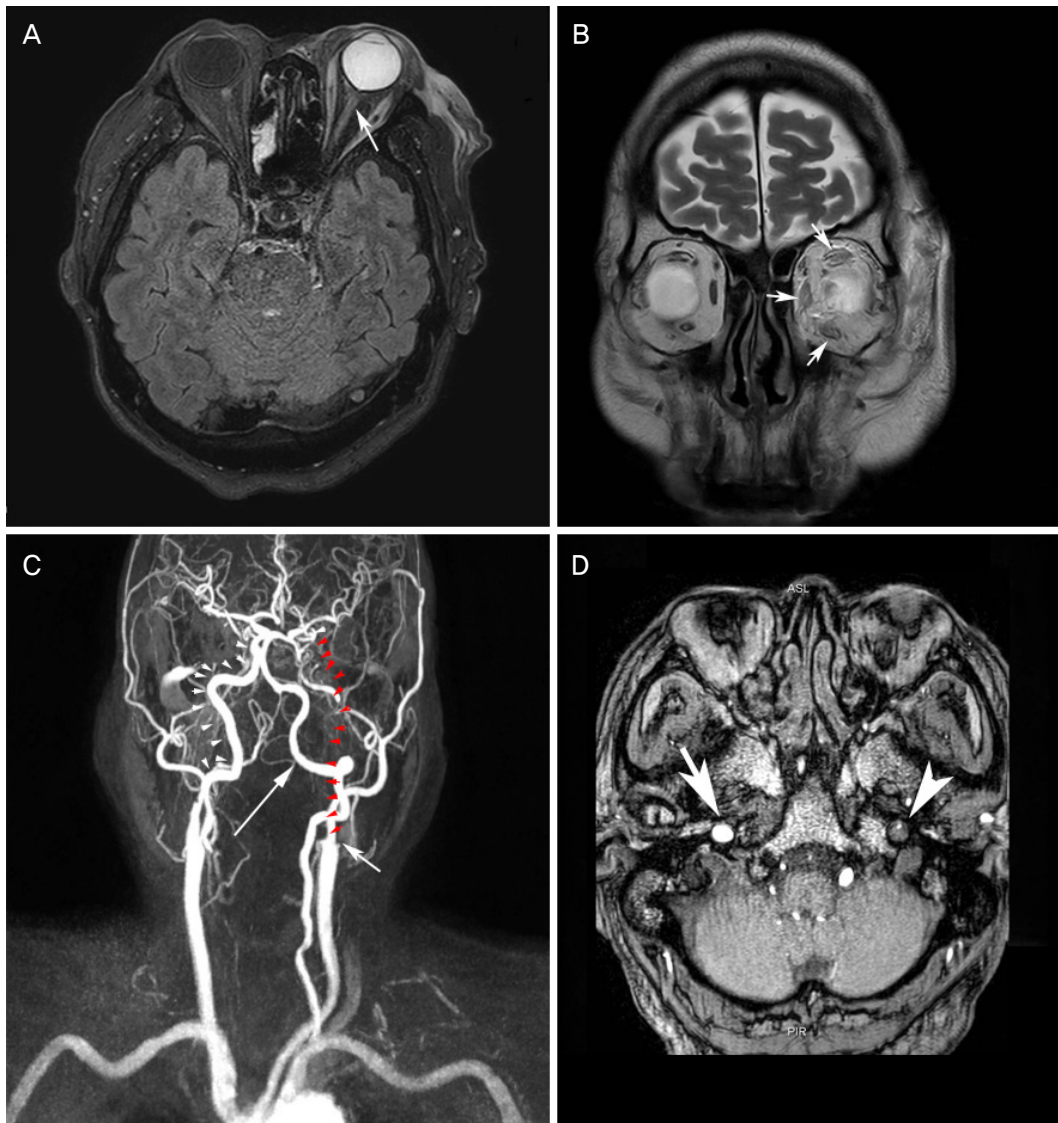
Brain magnetic resonance Image images of the patient. (A) On a fluid attenuated inversion recovery image, left optic nerve exhibits marked enhancement (arrow), (B) extraocular muscles show diffuse swelling (arrows). (C) Reconstructed magnetic resonance angiography image reveals complete occlusion in the left internal carotid artery (ICA) (red arrowheads) from the bifurcation site of left common carotid artery (short arrow), while intact right ICA (arrowheads). The left vertebral artery (long arrow) is enlarged, directly originated from left subclavian artery. (D) Complete occlusion in the left ICA (arrowhead) is visible on the axial view, by contrast to well visible right ICA (arrow).
